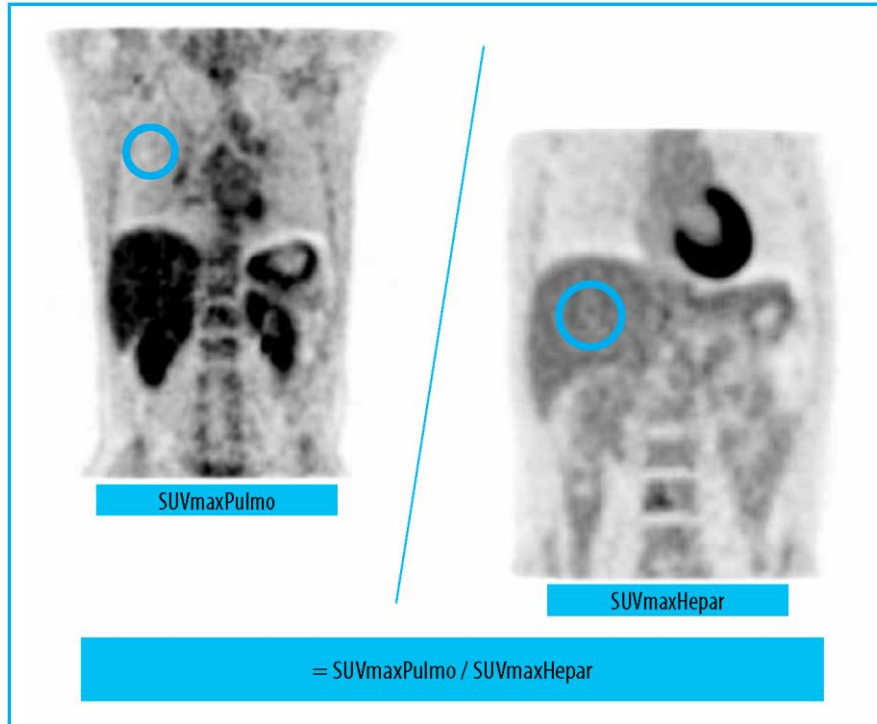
Měření difuzní metabolické aktivity v plicí. Metabolická aktivita byla měřena na PET vyšetření v oblasti tvaru koule v pravé plicí
